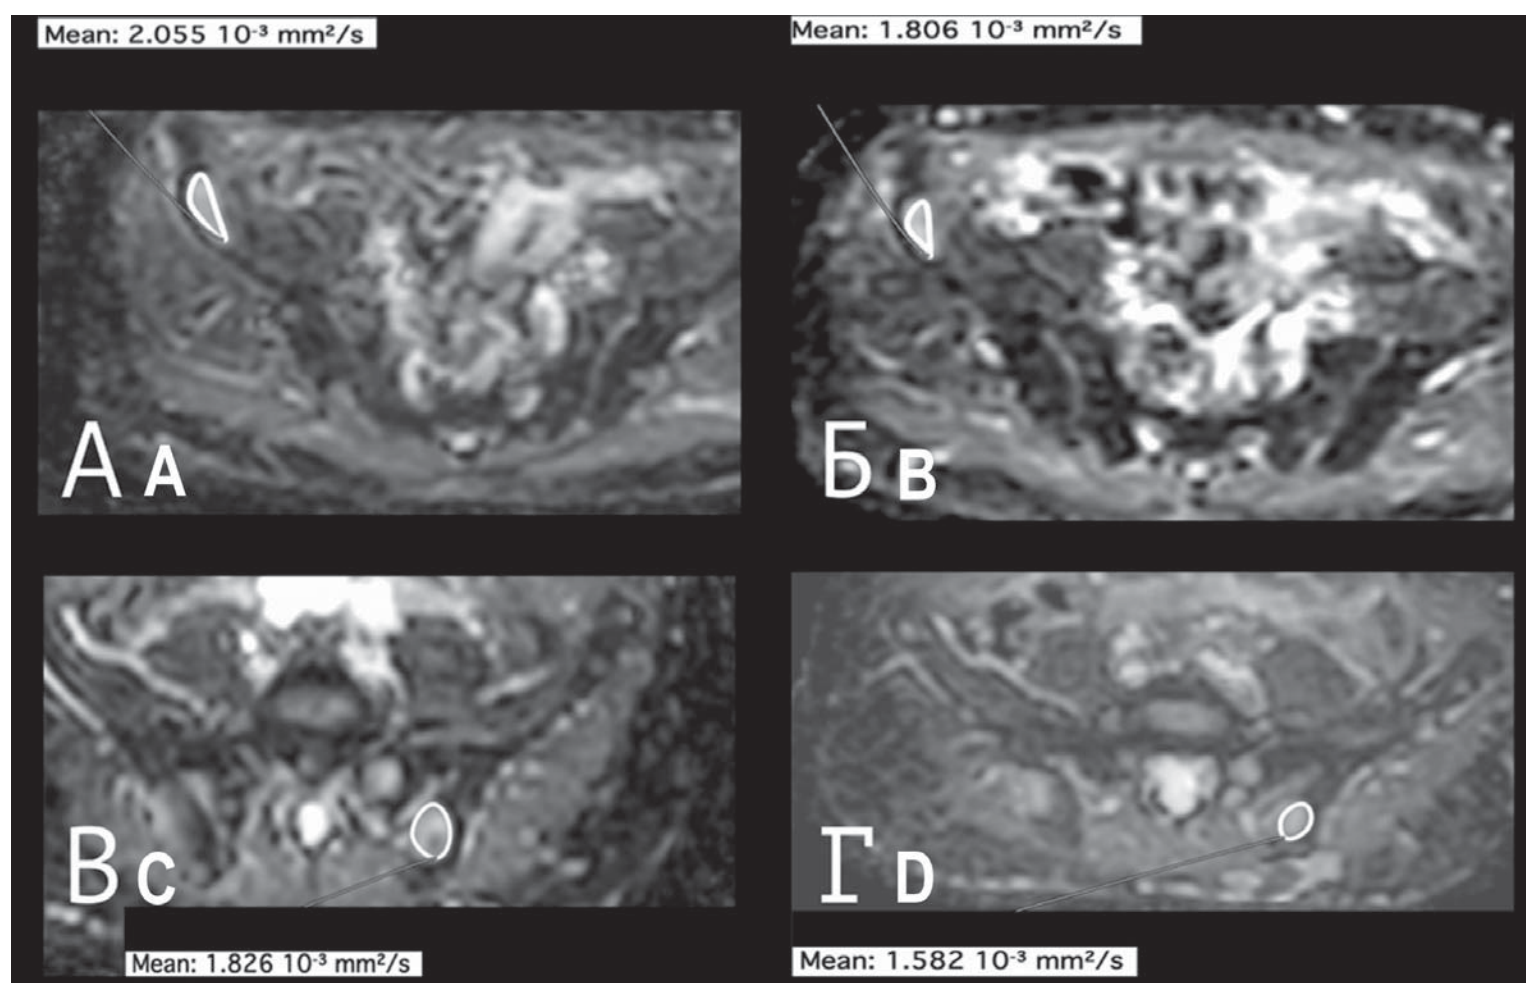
Индивидуальные изменения среднего коэффициента диффузии
